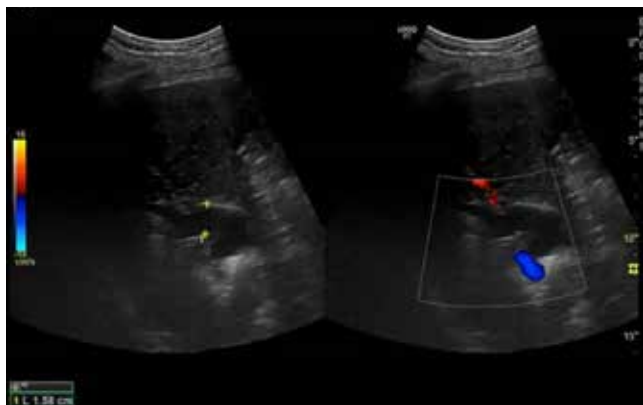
Ultrasonido de hígado y vía biliar donde se muestra dilatación importante del colédoco en relación con la vena porta.
